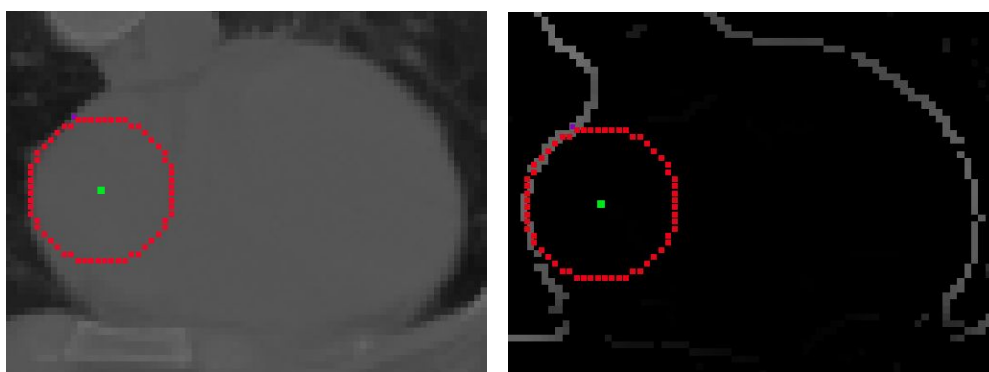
Kantenbilder von T260 mit Quellpunkt nach Optimierung, Überlappungsintegral $M=10,7$, links: CT-Bild. rechts: Kantenbild gem. Gl. (9.5) und (9.6), $\sigma = 3$, NMS
